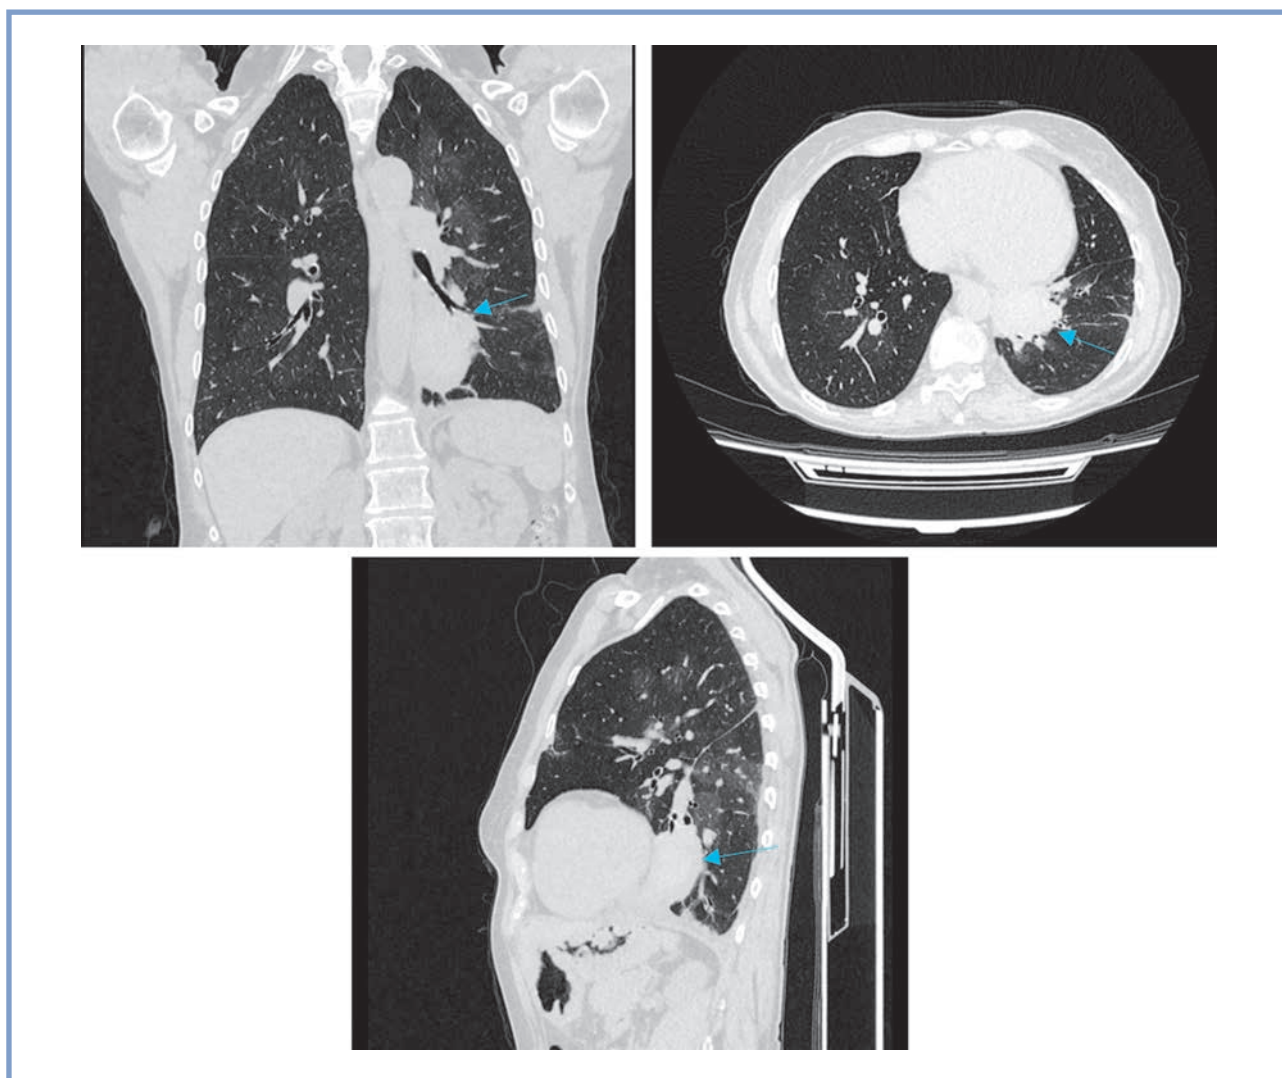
Данные мультиспиральной компьютерной томографии. Стрелками указаны участки кровоизлияния.
